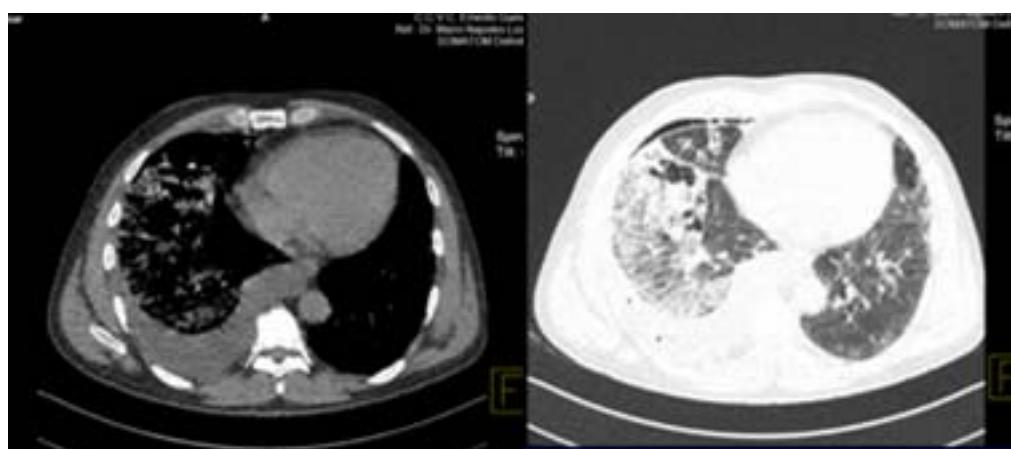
TAC contrastada. Neumonía necrotizante y empiema derecho
